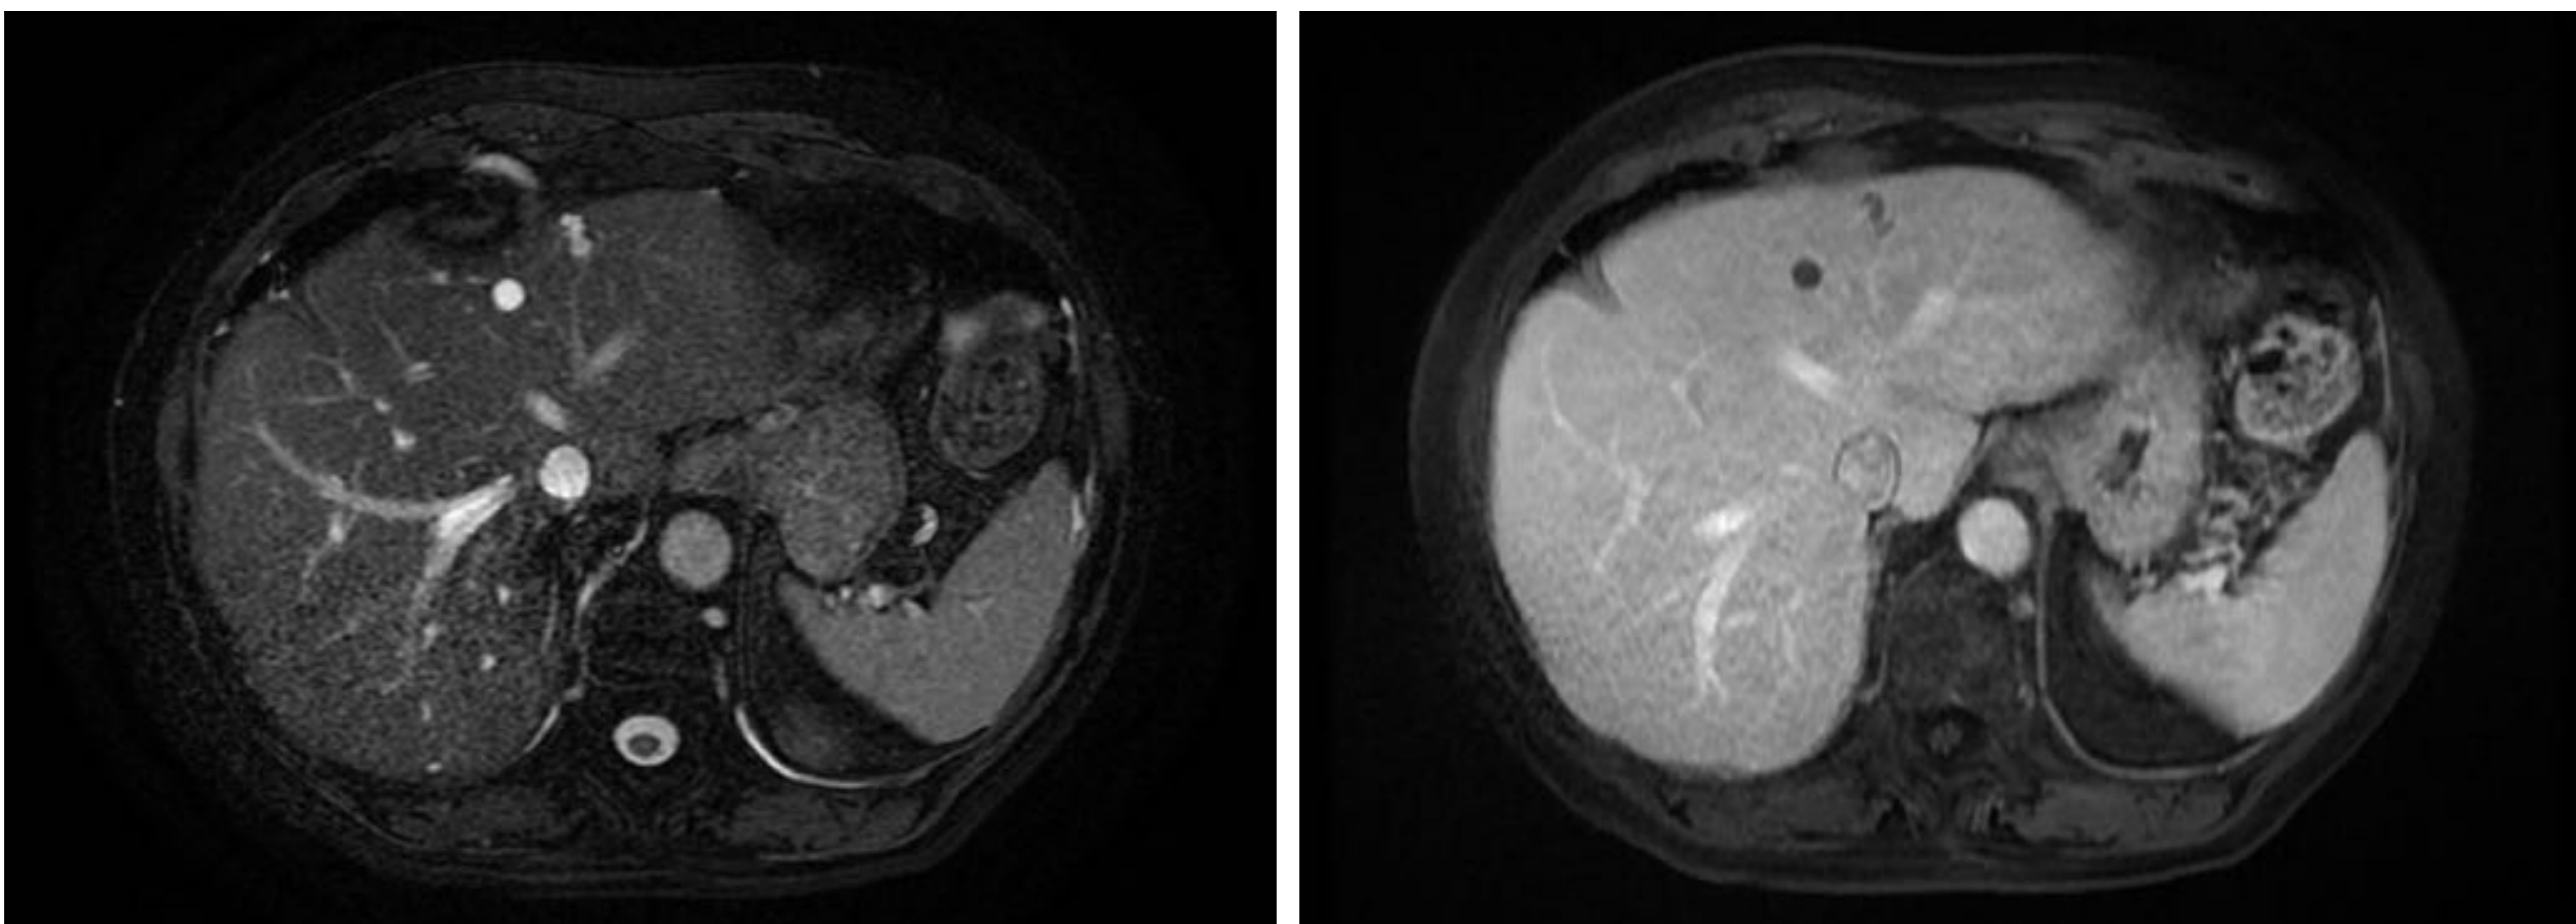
Quiste simple en RM: lesión hiperintensa en secuencia T2 FAT SAT (A) y lesión hipointensa que no muestra captación de contraste en el estudio dinámico tras administración de gadolinio (B).
